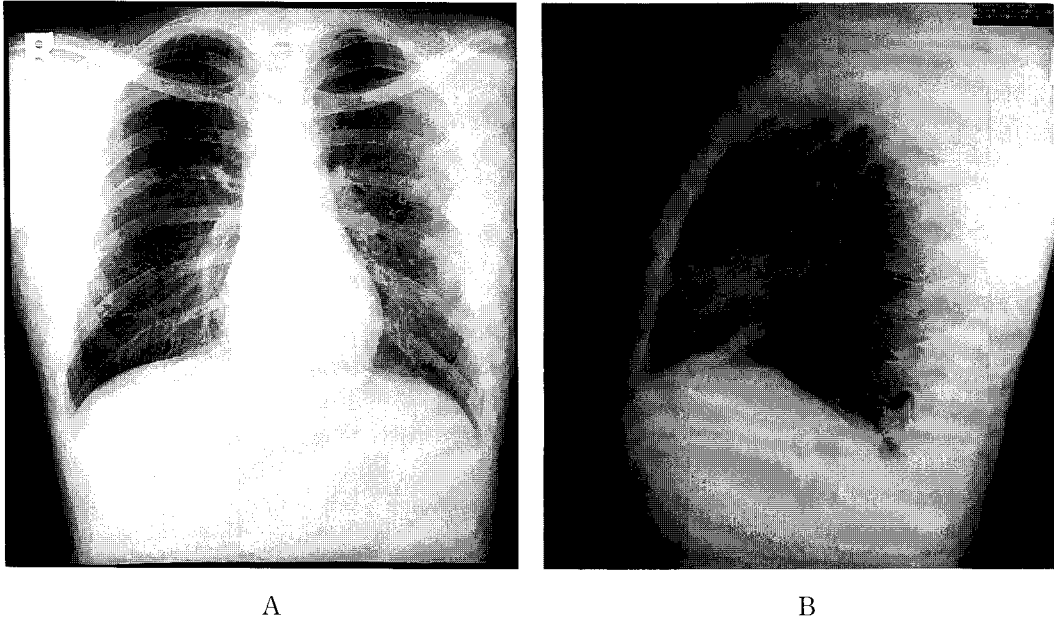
Chest PA radiograph showing no abnormal findings (A). However, a right lateral radiograph reveals two orifices of the right upper lobe and tracheal narrowing below the upper orifice (B).
